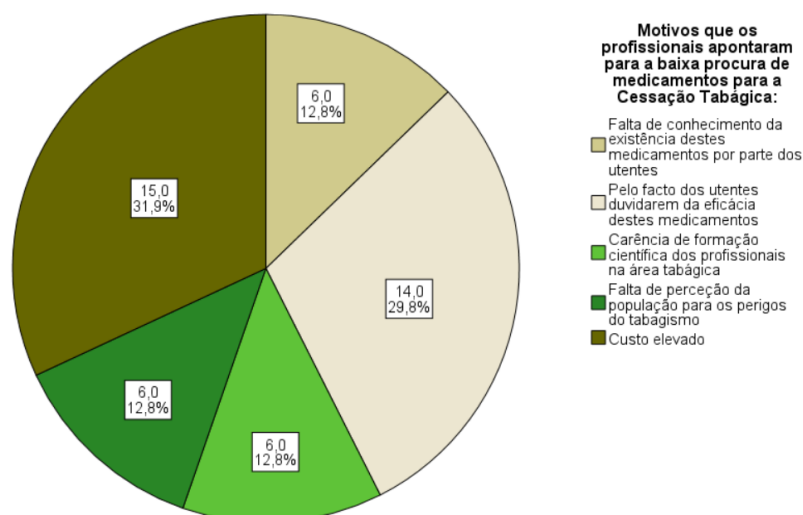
17 - Motivos que os profissionais assinalaram para a baixa procura de medicamentos para a CT.
